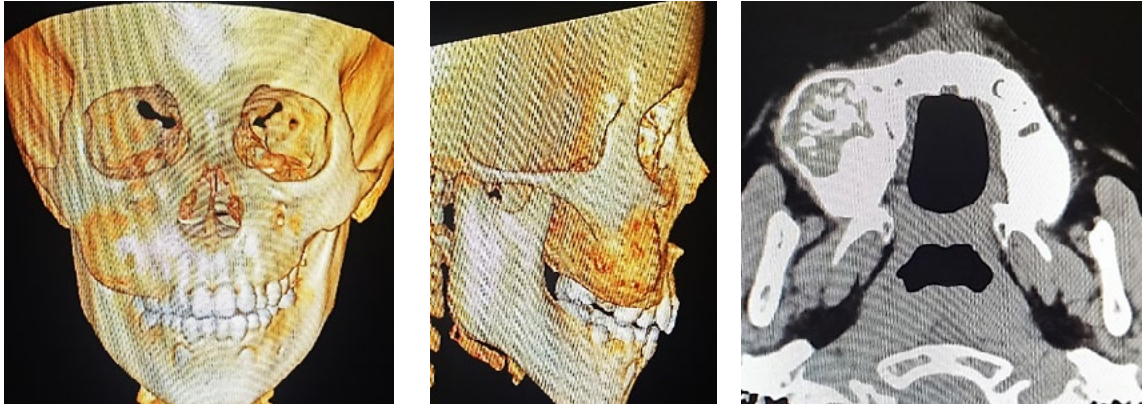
Tomografía con reconstrucción 3-D y Axial con contraste.
